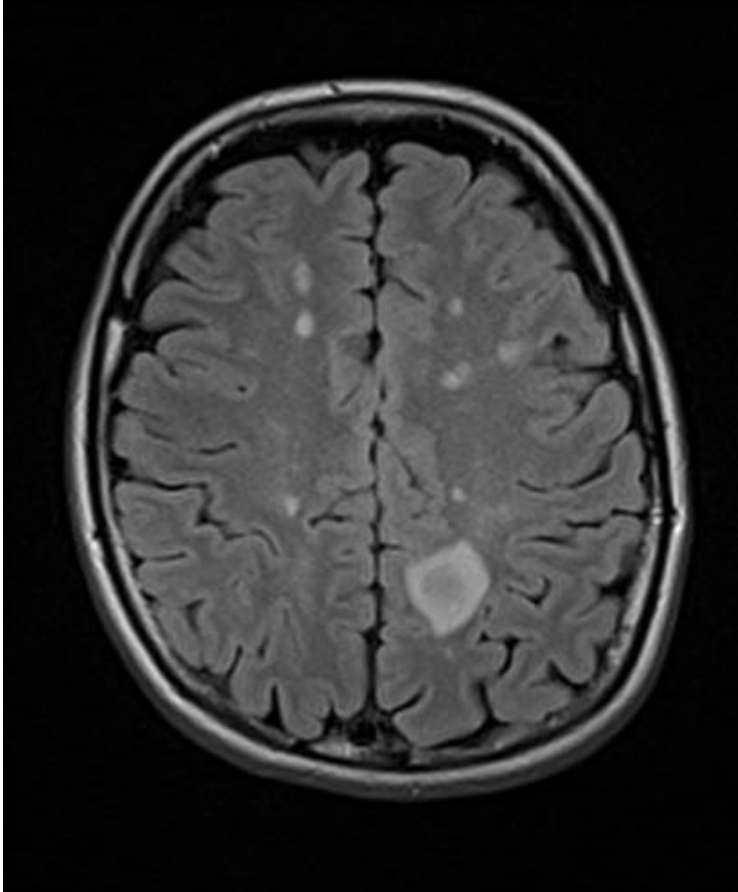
FLAIR- MS-Plaque, eigenes Bild
